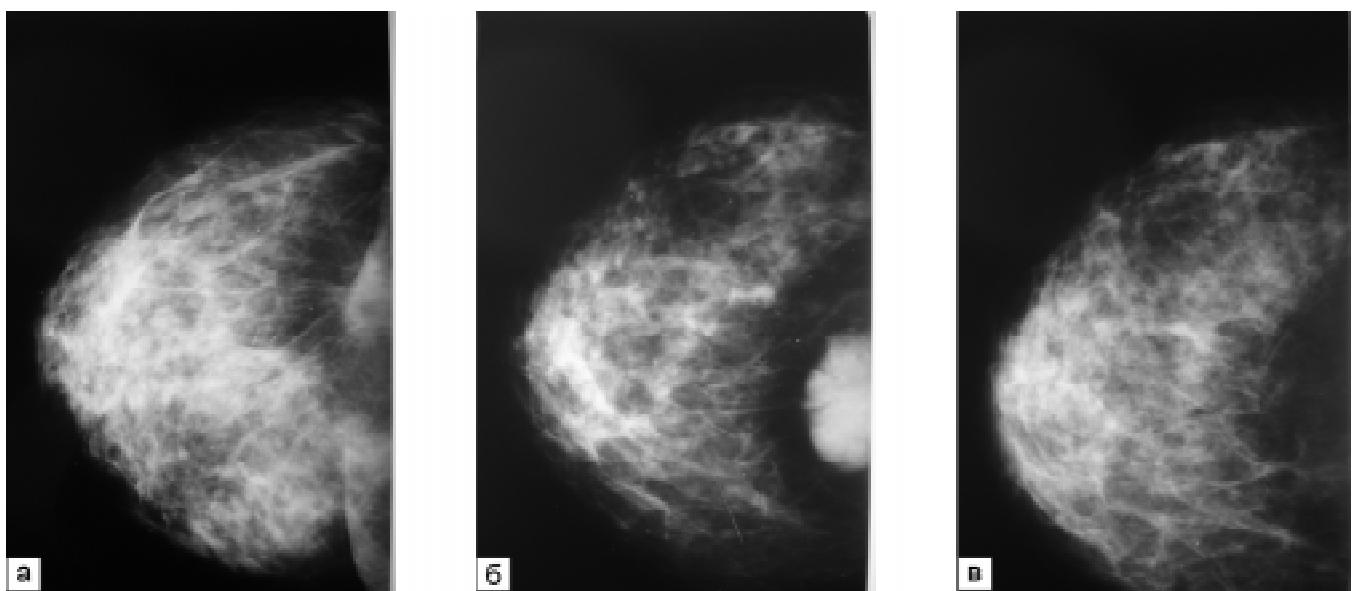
Рентгенограми лівої грудної залози хворої А.В.М.: а — до лікування; б — після проведення НПХТ; в — після ХПТ
